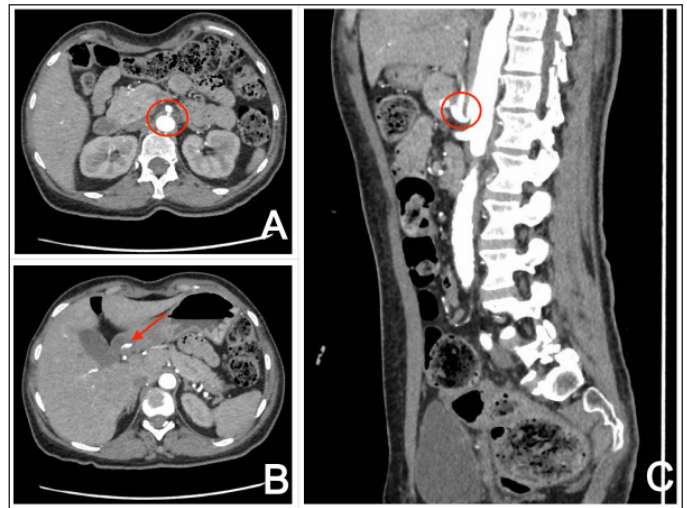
Imágenes obtenidas de la angiografía por TAC donde se visualiza mediante un círculo en rojo la característica forma "en gancho" del tronco celiaco durante la espiración. Se señala con una flecha en rojo la arteria submucosa piloroduodenal con dilatación aneurismática.
